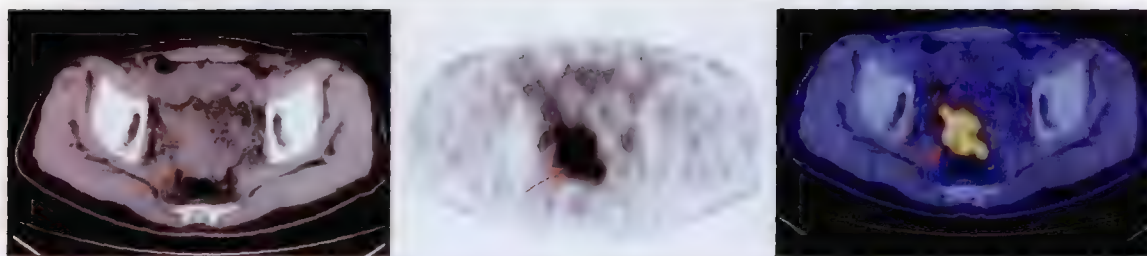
结肠癌术后复发 ^{18}F -FDG PET/CT 显像
